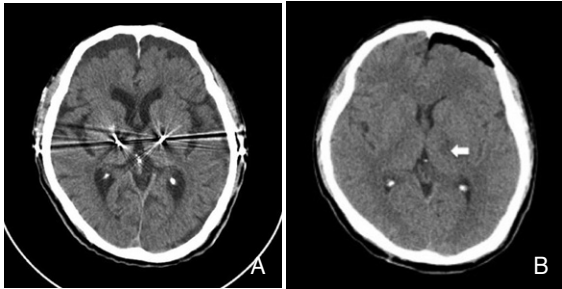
Brain computed tomography scans of patients with essential tremor who received bilateral thalamic deep brain stimulation (A) and left thalamotomy (B). The arrow indicates the nucleus ventralis intermedius of the left thalamus with a permanent radiofrequency thermolesion.
